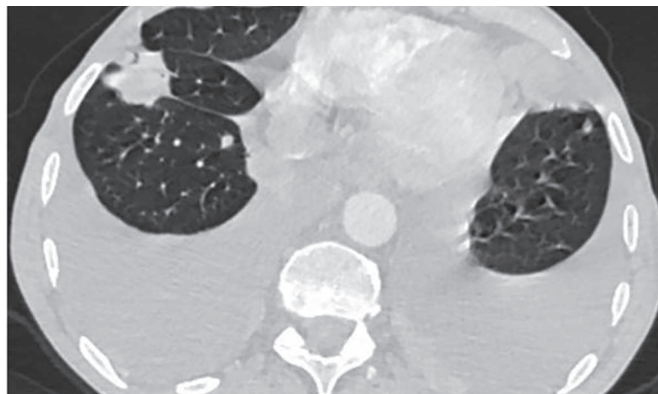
КТ органов грудной клетки от 11.11.2022. Картина двустороннего плеврита, множественного метастатического поражения легких.
